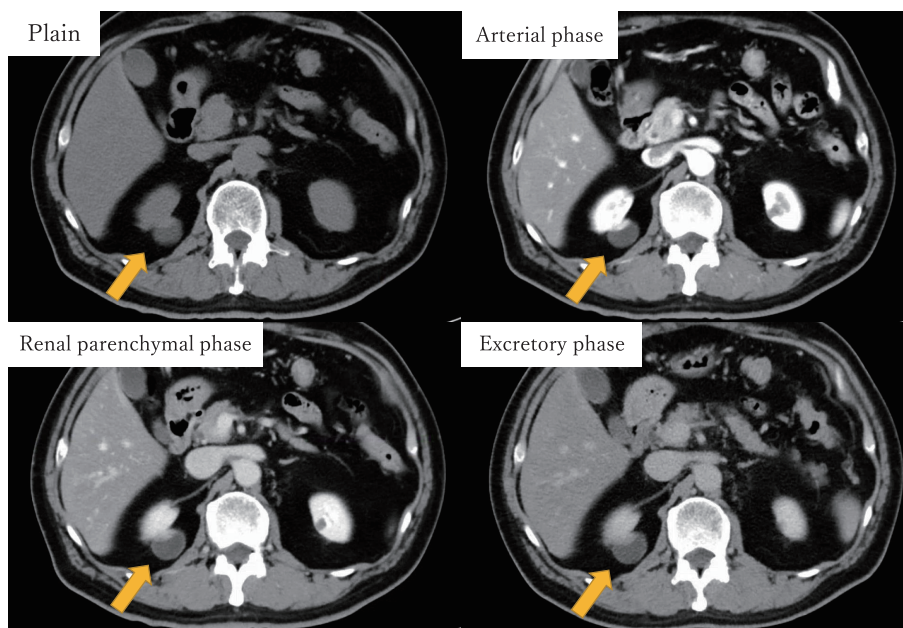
Abdominal contrast enhanced CT.
